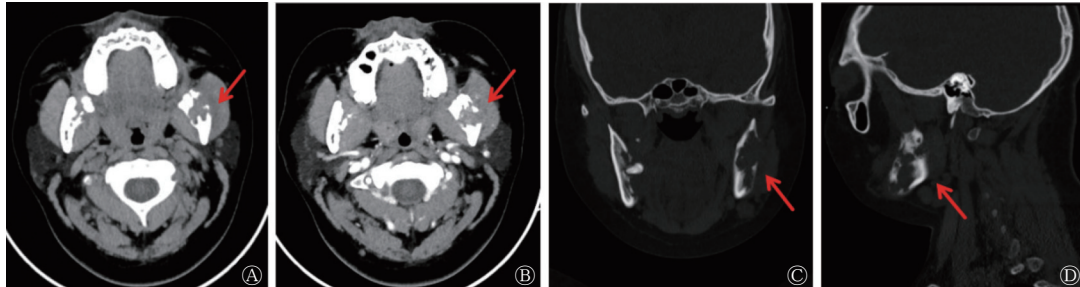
多系统朗格汉斯细胞组织细胞增生症患者(男性, 16岁)的颈部CT图 A为颈部CT平扫图, 示下颌支局部骨质缺损, 以左侧支为著, 局部骨质缺损, 且周围见软组织密度影(红色箭头所示); B为颈部CT增强图, 示病灶呈轻度不均匀强化(红色箭头所示); C-D为冠状位、矢状位颈部CT骨窗图, 示颌骨局部骨质缺损。CT为计算机体层摄影术
